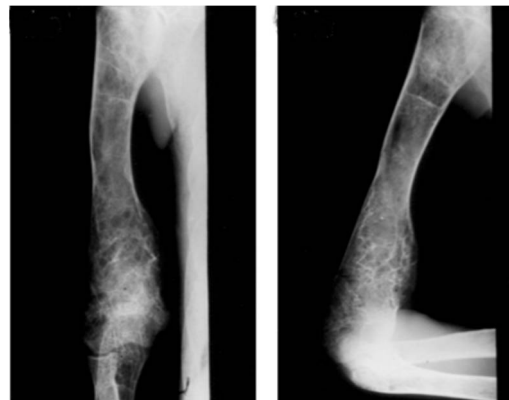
Radiographies de face et profil d'un adulte qui avait subi de multiples fractures de l'humérus pendant l'enfance. Notez l'ostéoporose et l'aspect alvéolaire de la diaphyse humérale, ainsi qu'une déformation en varus de la tête humérale due à une épiphysiodèse prématurée. (220)
